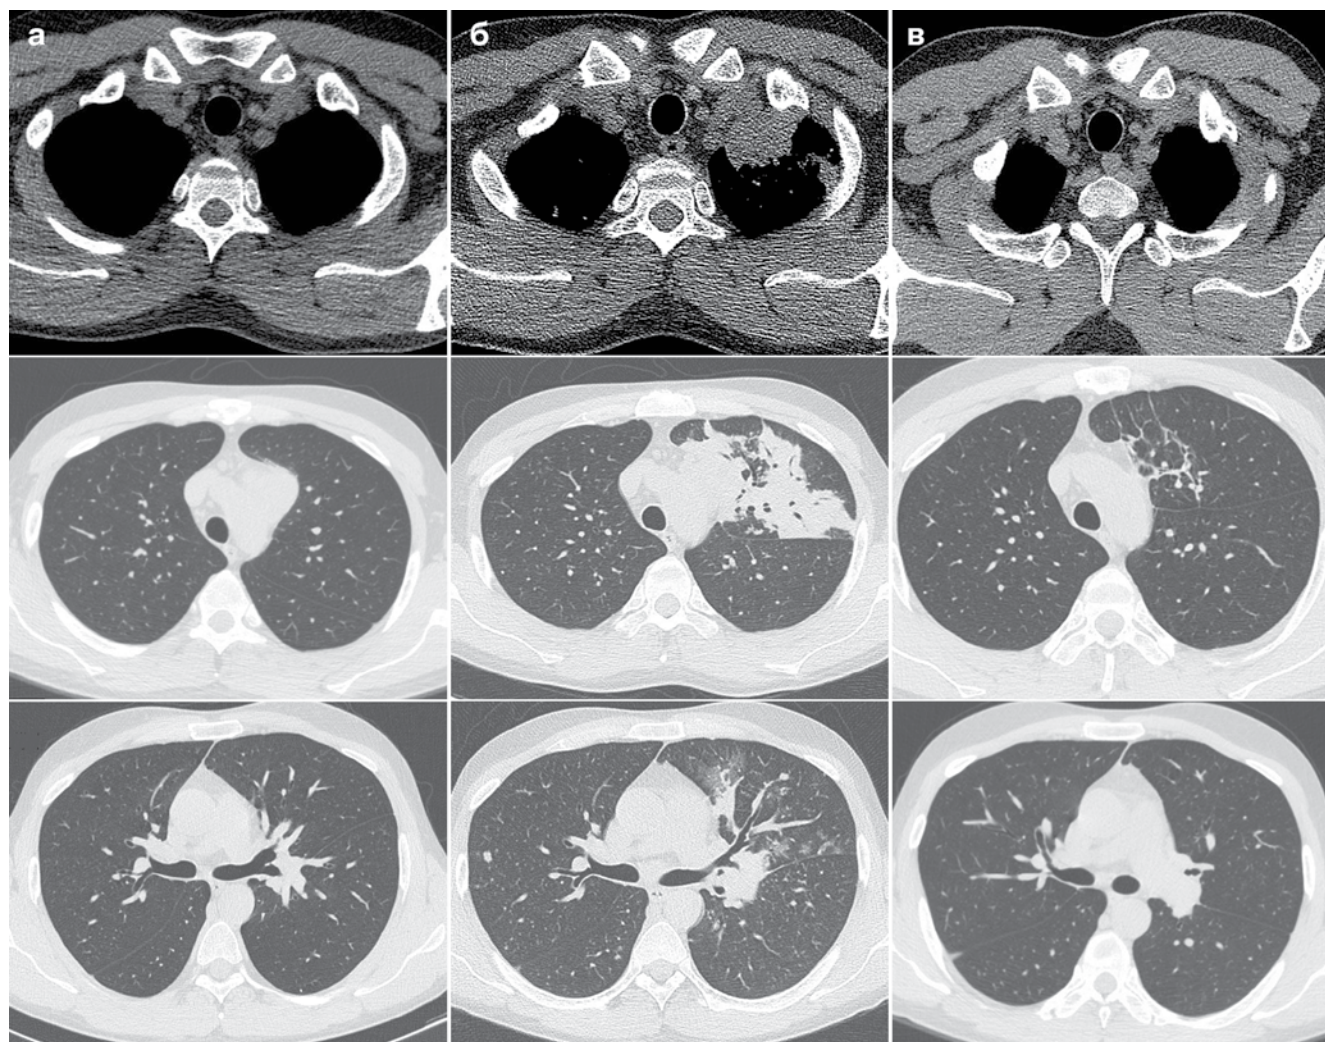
КТ ОГК в средостенном и легочном режимах; отрицательная динамика процесса с 22.10.2015 г. (а) по 9.12.2015 г. (б) и положительная динамика к 27.03.2016 г. (в) (описание в тексте)
